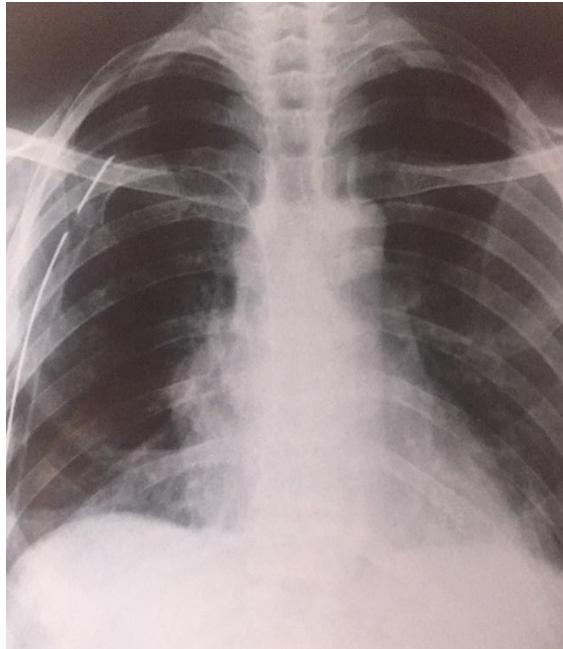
Radiographie de contrôle à J₂ post
